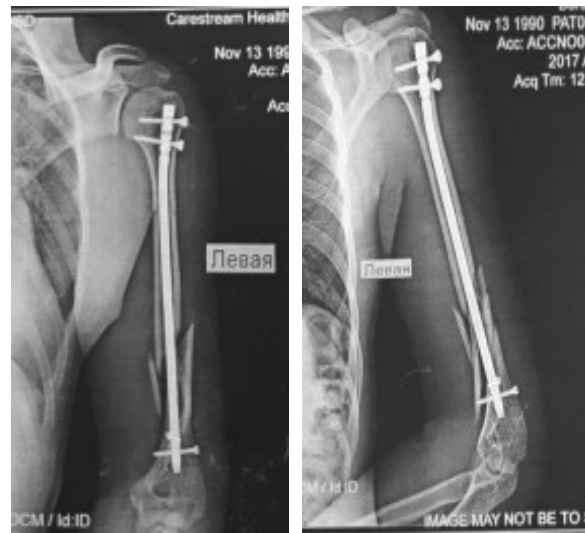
Больной Б., 26 лет (12 С-1). Рентгенограмма на следующий день после операции
